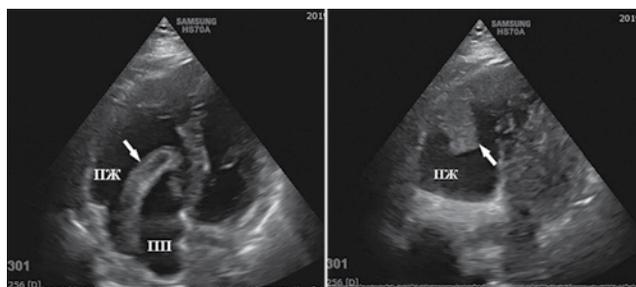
Эхо-КТ пациента на 5-й день госпитализации, апикальная четырехкамерная позиция: лентовидный тромб в правом предсердии, пролабирующий в диастолу в правый желудочек (слева); фиксированный тромб в правом желудочке (справа)
